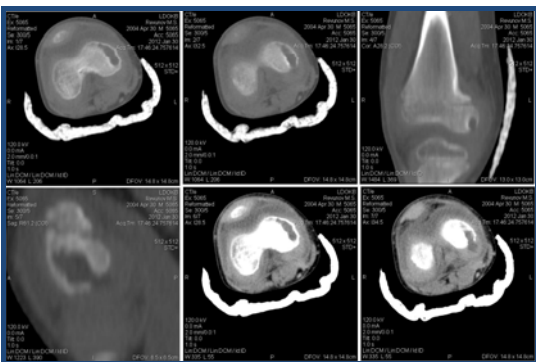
На серии томограмм определяется: в дистальном эпифизе бедренной кости справа по медиальному краю наличие полости деструкции 26,5*7,7*7,6мм., кортикальный слой разрушен. Наличие гиподенсивного компонента HU35, который выходит за контур полости деструкции. Ретропателлярно наличие жидкости Nu 9. Суставная щель неравномерная. Конгруэнтность в суставе сохранена.
